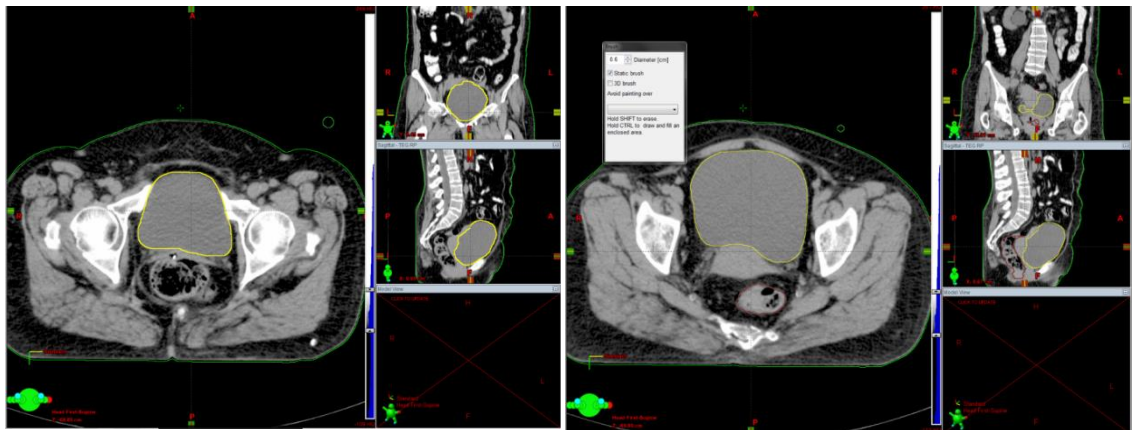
Lado izquierdo: Vejiga delimitada (contorno amarillo) en los tres cortes: axial, coronal y sagital de TC. Lado derecho: vejiga (contorno amarillo) y recto (contorno marrón) delimitado en TC.
